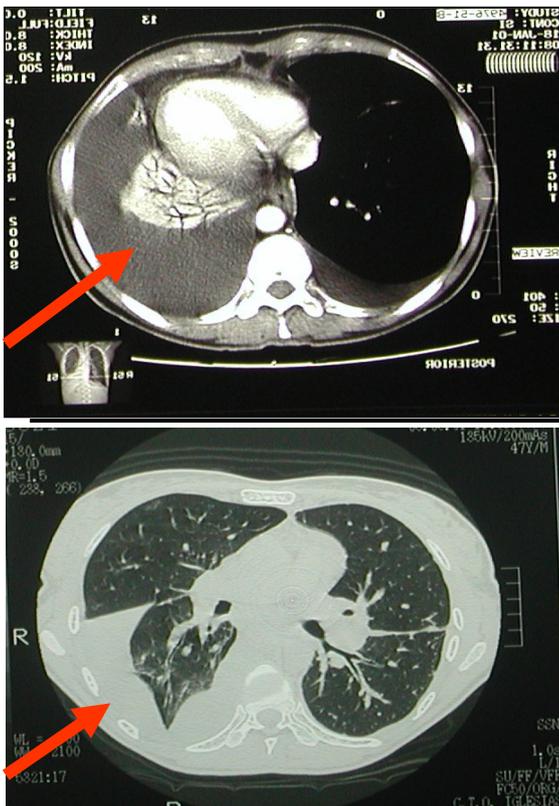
A-B Immagini TAC
